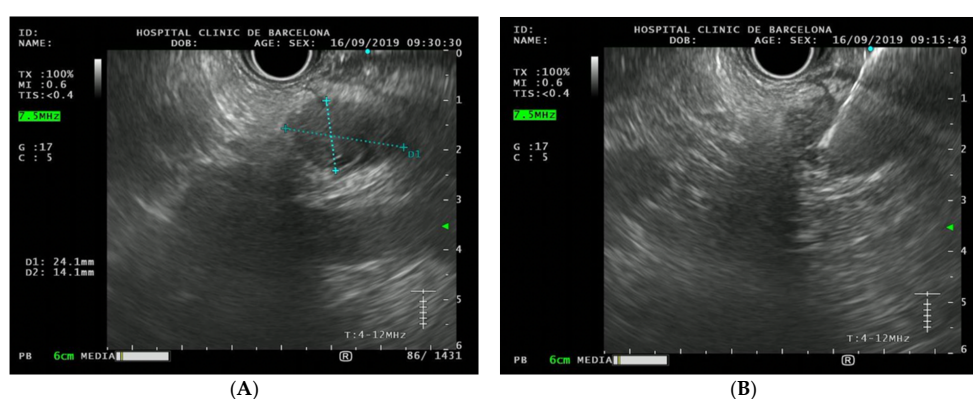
(A) Endoscopic ultrasound picture of the detected pancreatic cancer (24.1 × 14.1 mm). (B) Fine needle puncture in this operable tumor was performed and the cytology was positive for malignancy (adenocarcinoma). The final size was 28 × 16 mm (in the surgically removed piece).
